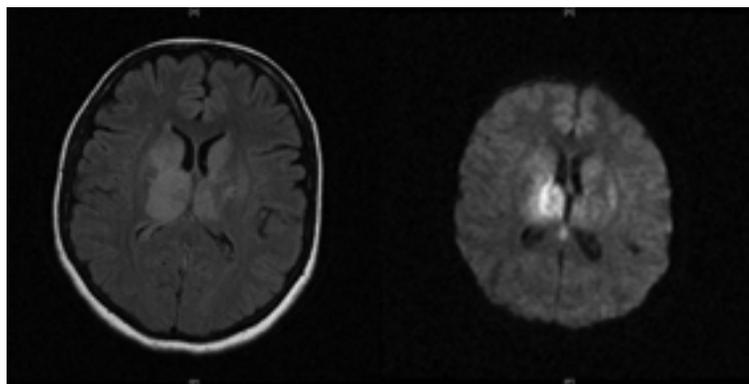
Очаги острой ишемии при поступлении на МРТ головного мозга в режимах T2 ВИ и DWI.
